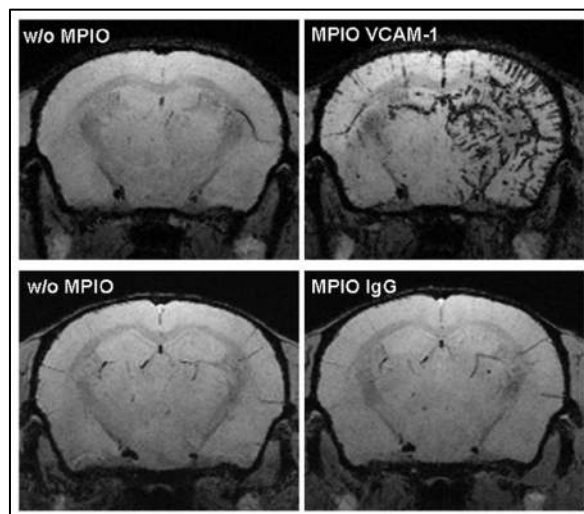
Images de cerveau, en IRM après injection de MPIO- α VCAM-1.
